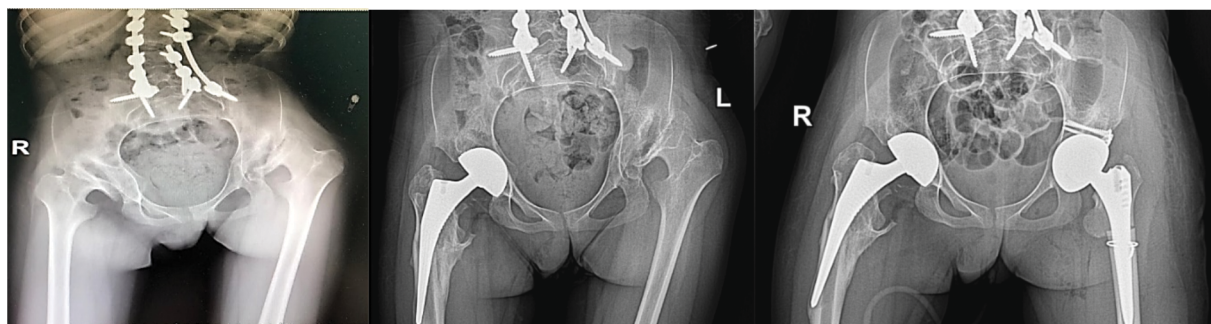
Изменения рентгенограмм у больной с 2020 по 2021 г.: поочередное эндопротезирование ТБС.
